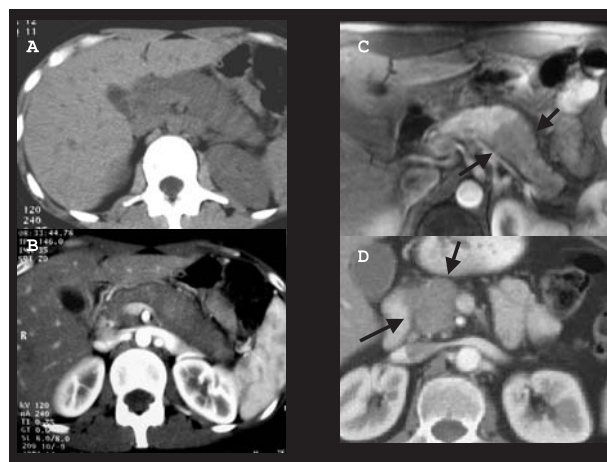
Reperti radiologici di pancreatite autoimmune. Forma diffusa di malattia alla TC Addome (A e B); la ghiandola pancreatica risulta diffusamente ipodensa dopo somministrazione di mezzo di contrasto (B). Forma focale simulante una neoplasia pancreatica della coda (C) o della testa pancreatica (D) (frecce).
